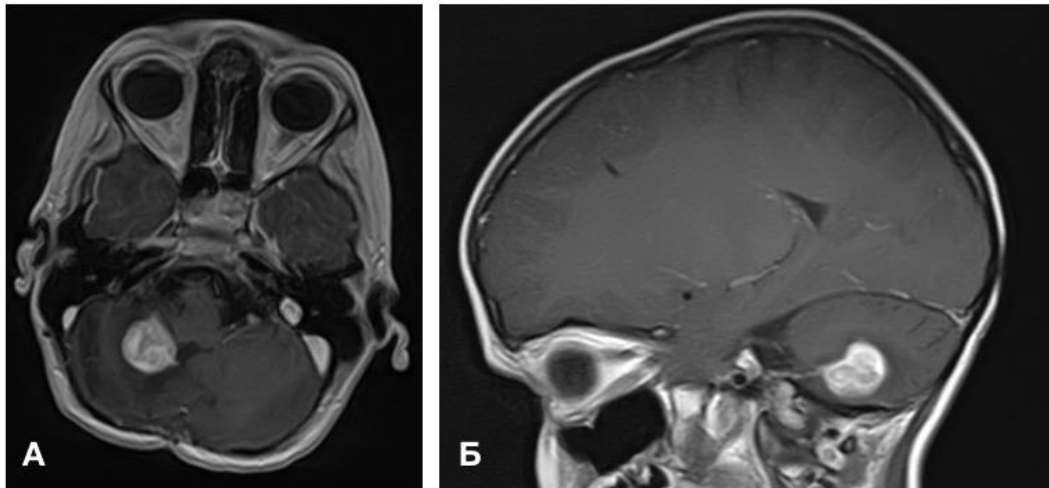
Данные дооперационного МРТ исследования пациента Г. А – T1+Gad аксиальная МРТ; Б – T1+Gad сагиттальная МРТ
